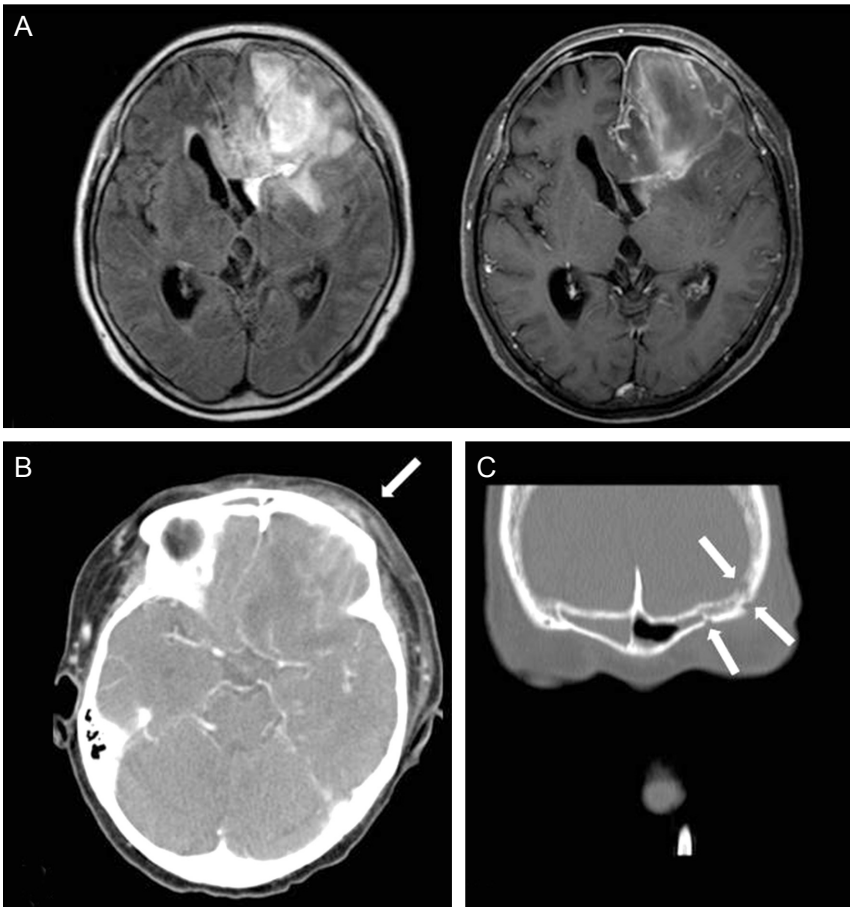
(A) Follow-up MRI performed three weeks after symptom onset. An increased extent of high-signal lesion with mass effect was found on FLAIR imaging. The mass lesion was T1-enhanced. And CT performed three weeks after symptom onset. (B) A subosteal abscess with soft tissue swelling was revealed in the left frontal area.(white arrow) (C) Multifocal bony defects, communicating to left frontal sinus, due to osteomyelitis were seen in the left frontal bone.(white arrows)
